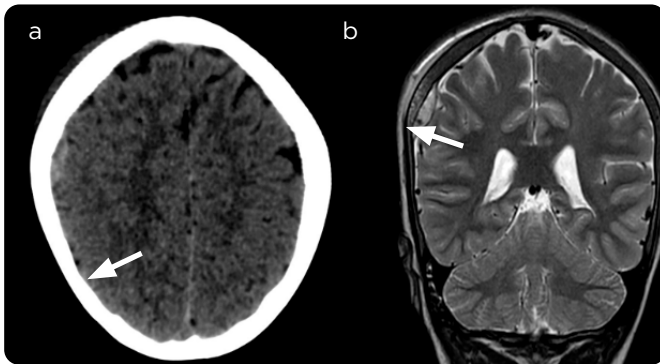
Paciente, masculino, 15 años de edad, hospitalizado por crisis dolorosa y cefalea. a) TAC de cráneo simple de lóbulos frontales. Hemorragia extraaxial, de alta densidad, de forma lenticular, contigua a la convexidad frontal derecha, sin efecto de masa, mide aproximadamente 3 mm de grosor y se asocia a colección subgaleal. b) RM de cerebro del mismo paciente, secuencia T2 coronal. Infarto óseo en la calota, hematoma subperióstico y colección subgaleal laminar.
